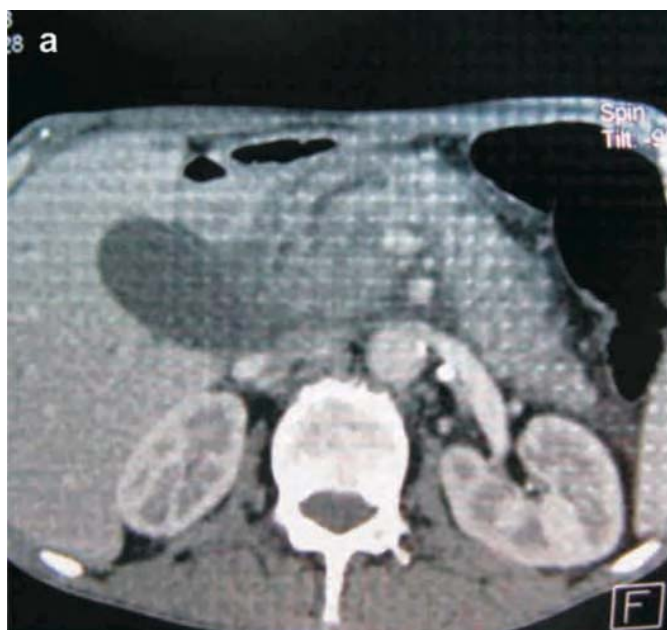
TC 3D în regim standard (A) și angiografic (B), tumoră de cap de pancreas fără invazia arterei mezenterice superioare
